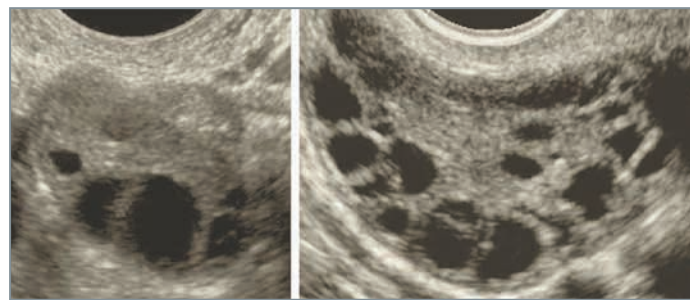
Данные УЗИ яичника при СПЯ
